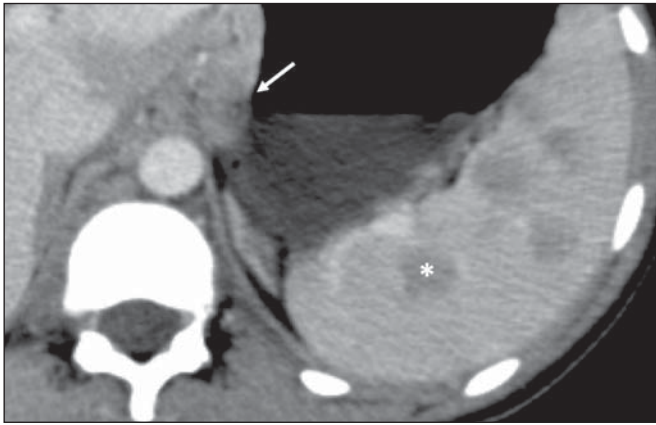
Acometimento esplênico multinodular pelo linfoma. TC de abdome com contraste no plano axial demonstra múltiplos nódulos hipovascularizados no baço (asterisco), além de acometimento linfonodal perigástrico (seta).
